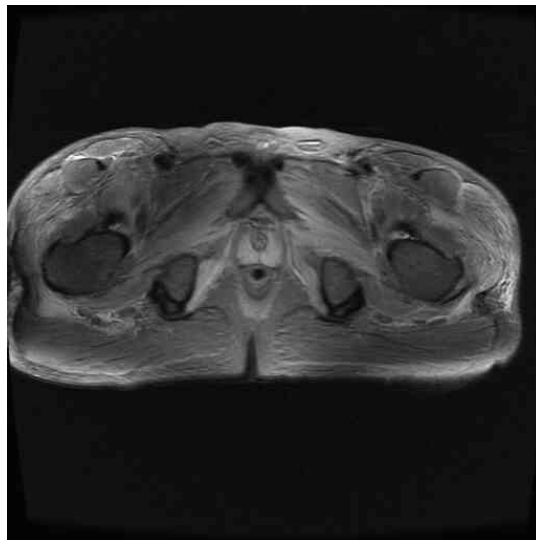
Right lower extremity MRI shows diffuse edematous change in muscles and intermuscular fluid collection.
